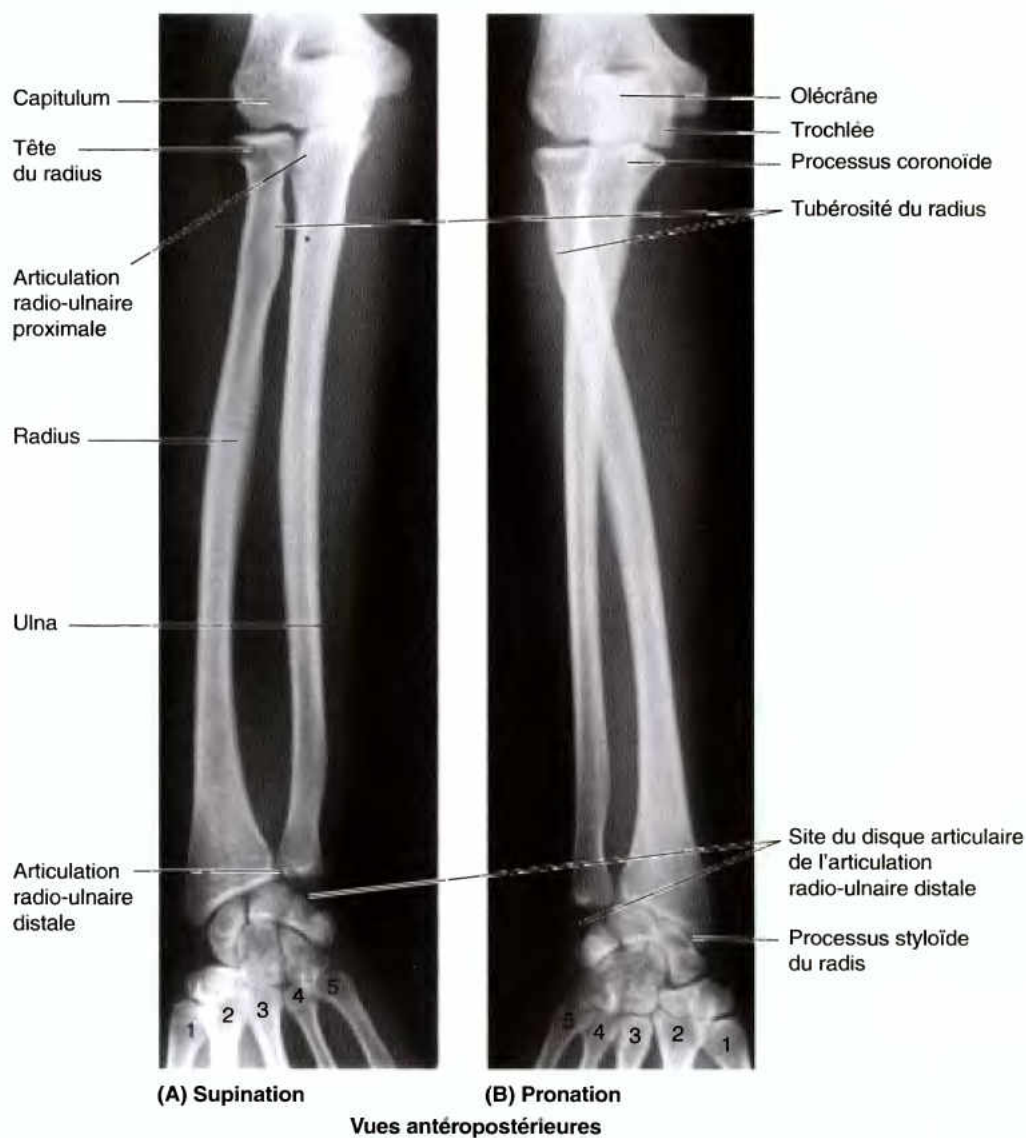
Radiographies des articulations radio-ulnaires. A. Dans cette position en supination, le radius et l'ulna sont parallèles. B. Au cours de la pronation, l'extrémité inférieure du radius se déplace antérieurement et médialement autour de l'extrémité inférieure de l'ulna, entraînant la main avec lui ; donc, en pronation, le radius croise l'avant de l'ulna. 1–5, les métacarpiens. (Avec l'aimable permission du Dr. J. Heslin, Toronto, Ontario, Canada.).
